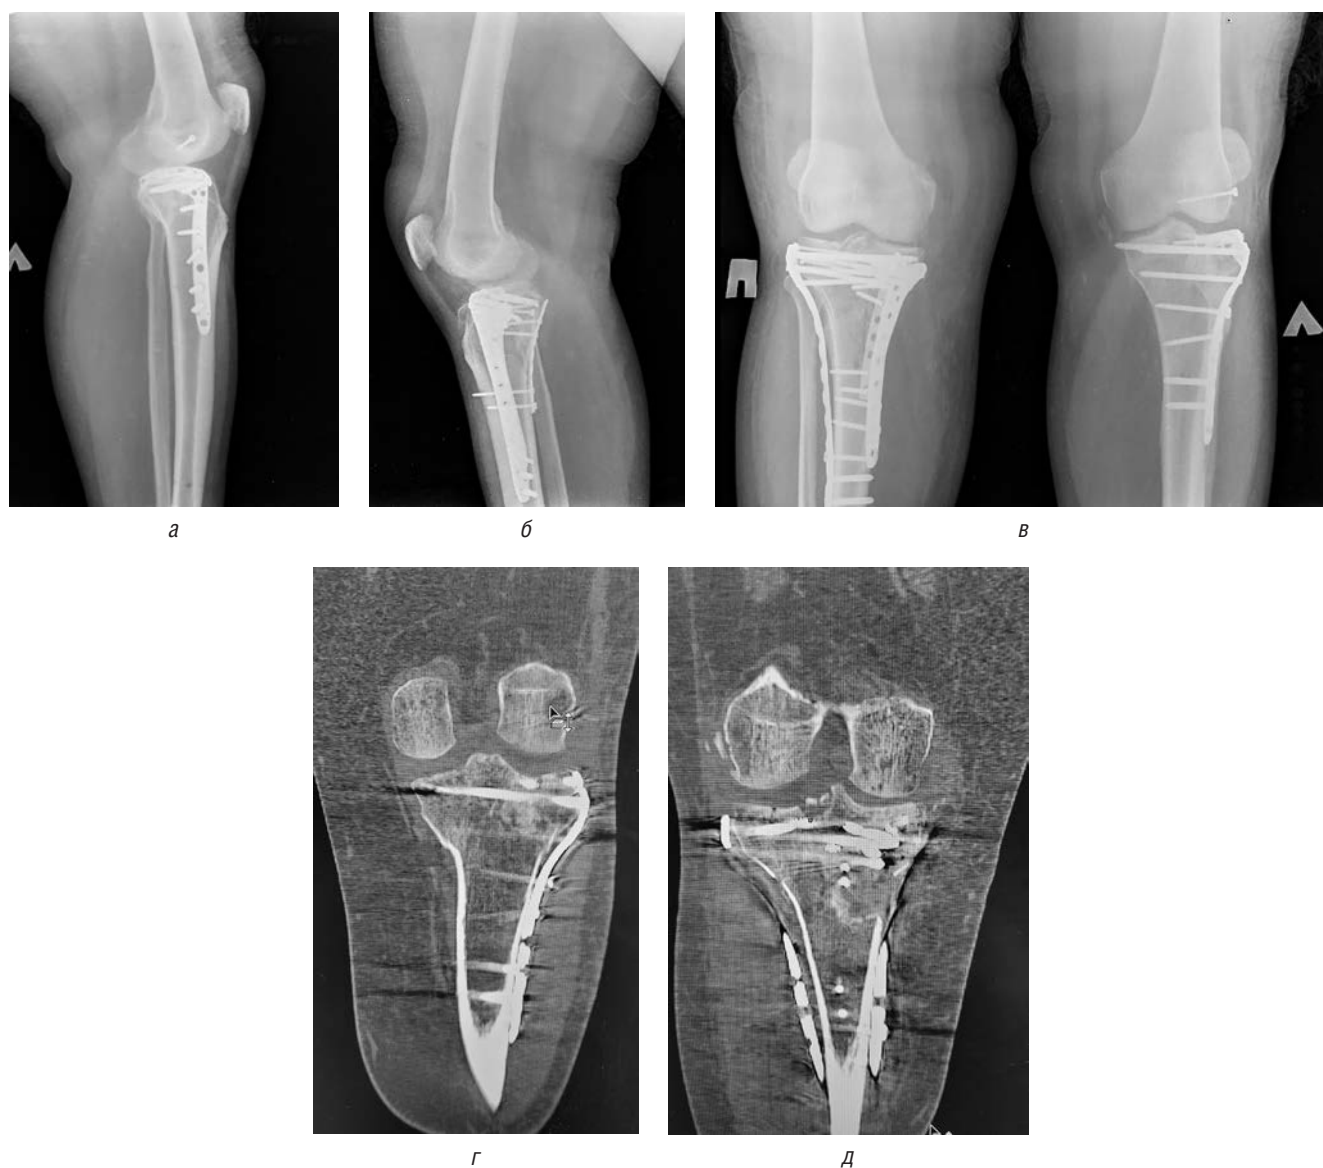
Контрольные рентгенограммы и данные КТ обеих конечностей в срок 3 мес после операции: *а* — боковая проекция левого коленного сустава; *б* — боковая проекция правого коленного сустава; *в* — прямая проекция обеих нижних конечностей; *г, д* — КТ, фронтальные срезы левой (*г*) и правой (*д*) большеберцовых костей
